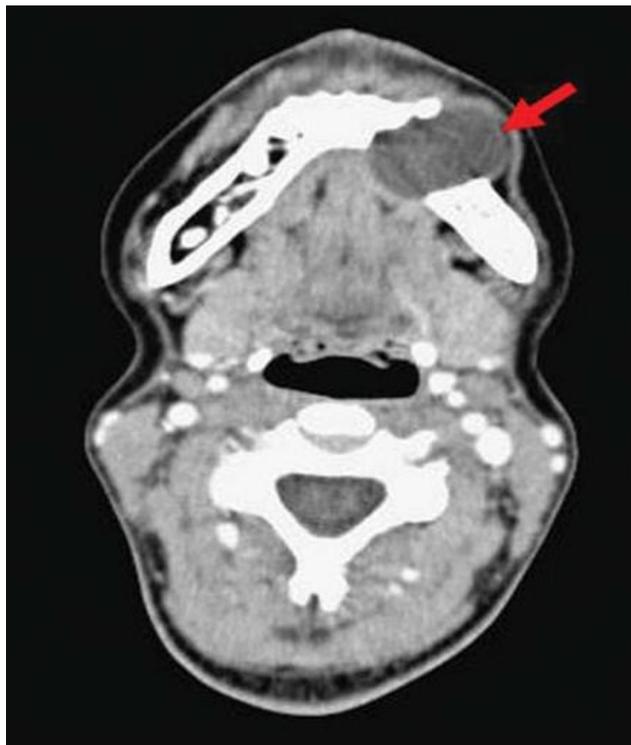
TC contrastada para tejidos blandos en un corte axial. Se observa expansión y destrucción de corticales.³³
